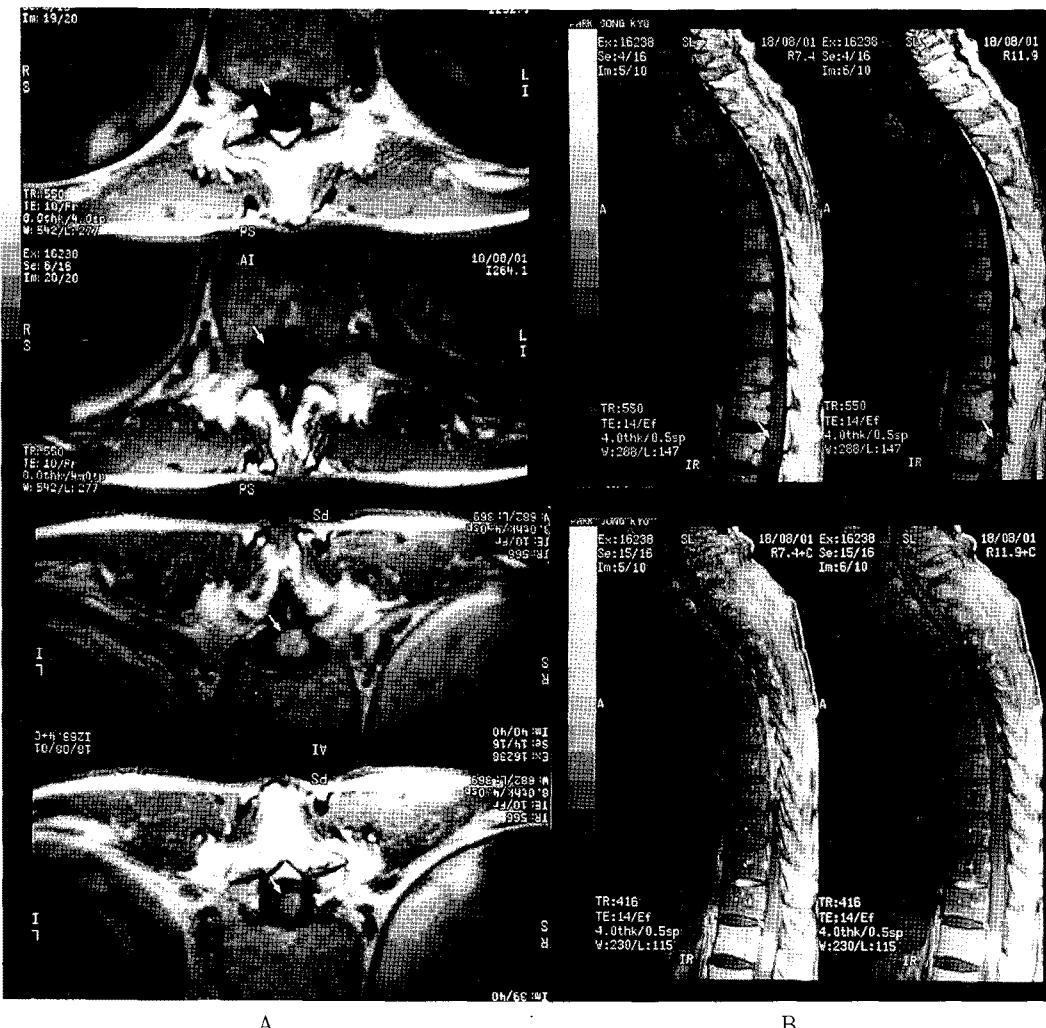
Spinal MR images shows an intramedullary metastatic lesion.
